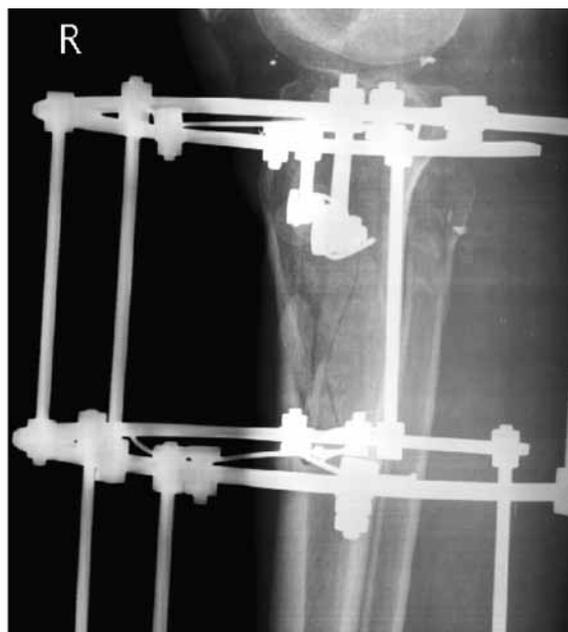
Рентгенограммы через 3 мес после операции.
